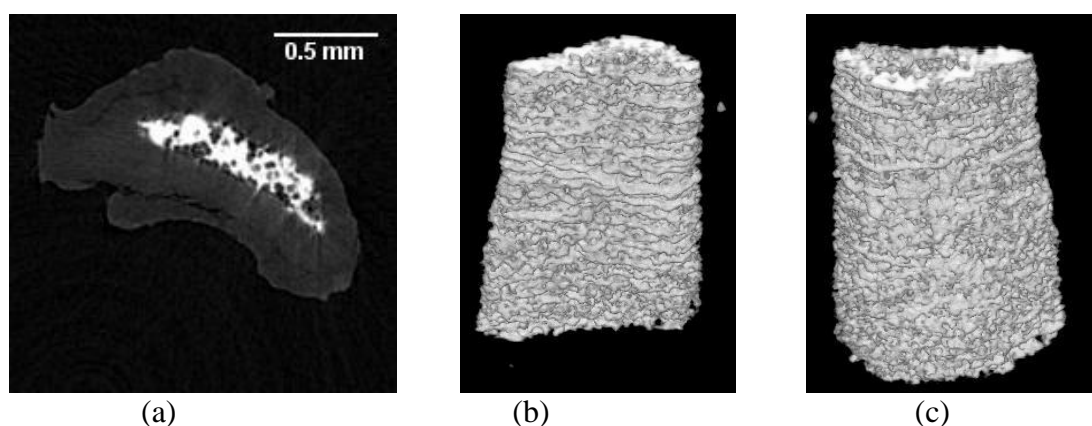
Microtomografia computadorizada de uma amostra dorsal do grupo Elet-1. (a) slice central; (b) e (c) imagens 3D em diferentes orientações.
